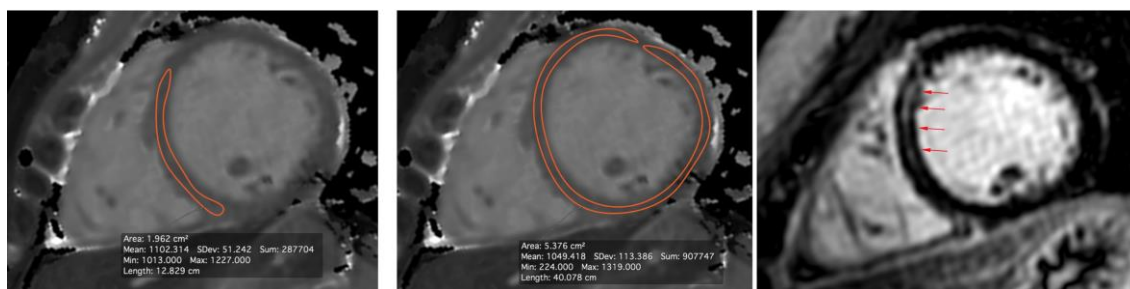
Imágenes representativas del mapeo de T1 en la evaluación de la afectación miocárdica difusa por T1 nativo medido a nivel septal (A) y de todo el eje corto mesoventricular (B) así como la afectación miocárdica regional por el RTG (C). La flecha apunta a la estria intramiocárdica
